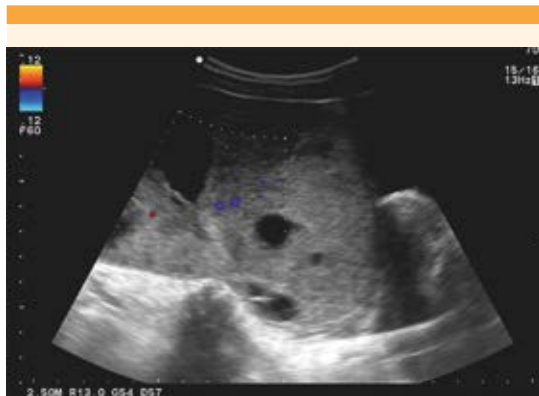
Ecografía abdominal: masa voluminosa hipogástrica de 12 mm, con Doppler patológico. Se interpretó como masa sólida.
